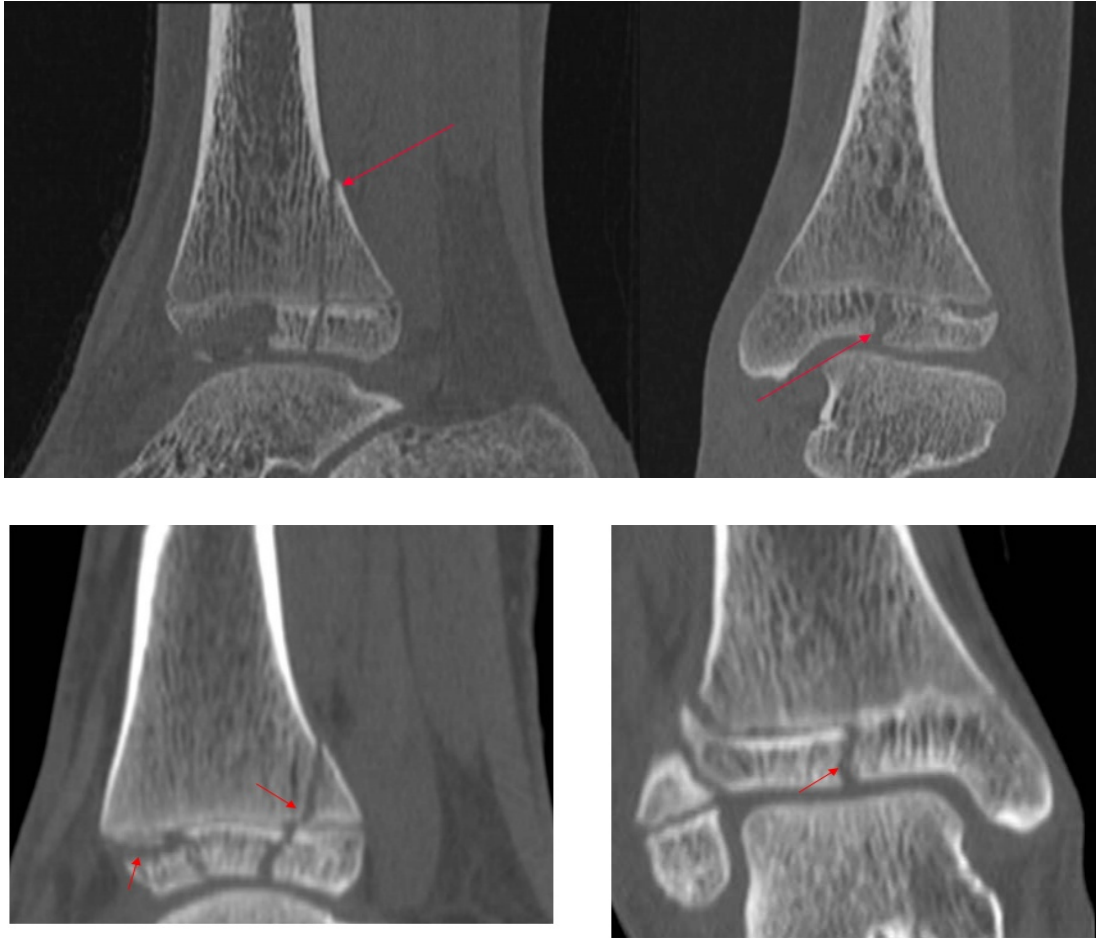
Radiographie des fractures triplanes. (28)
